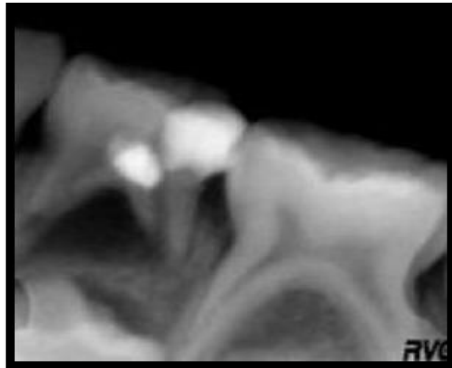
Une image radiographique d'une parulie sur la 74
